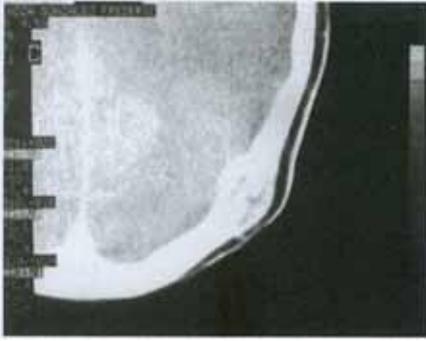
TAC que muestra defecto óseo y masa a nivel parietooccipital izdo con poca captación del medio.
